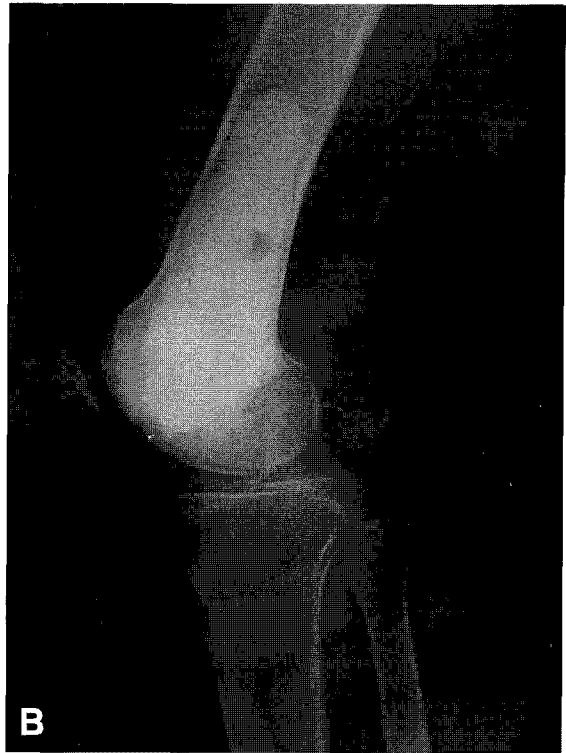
Postoperative radiograph. 3 years after surgery.
